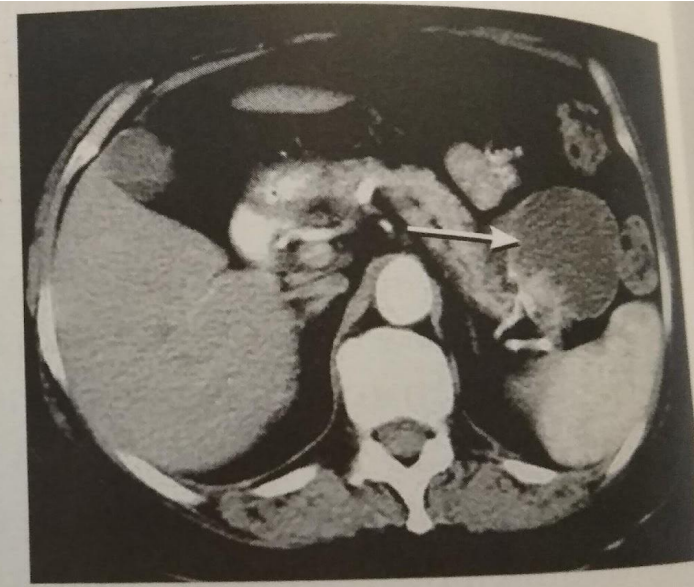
КТ с болюсным контрастированием при опухоли хвоста поджелудочной железы (указана стрелкой)
